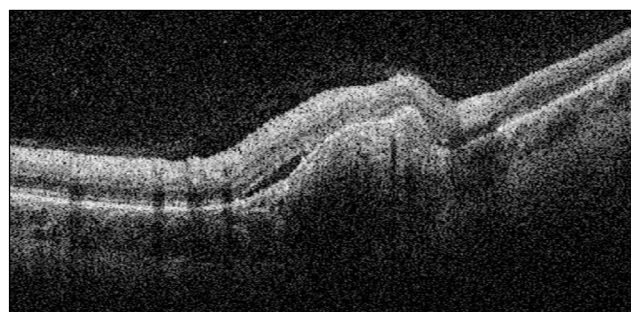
Изображение оптической когерентной томограммы хориоидальной неоваскуляризации типа 1 у ребёнка с хориоретинитом неясной этиологии в стадии ремиссии.
